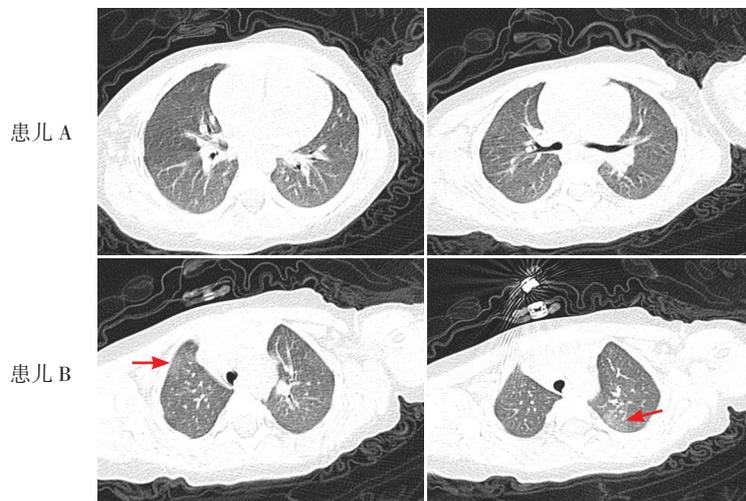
两例患儿胸部CT所见 患儿A未见明显异常;患儿B双肺胸膜下可见少许条索状、斑片状模糊影(箭头所示)。
